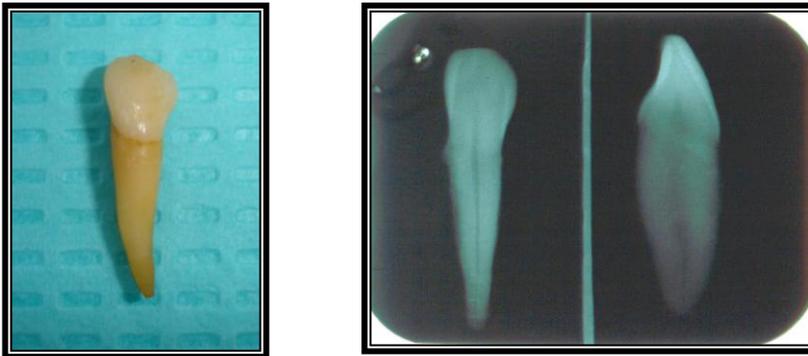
Diente y radiografía mostrando la situación inicial de cada muestra del estudio.
